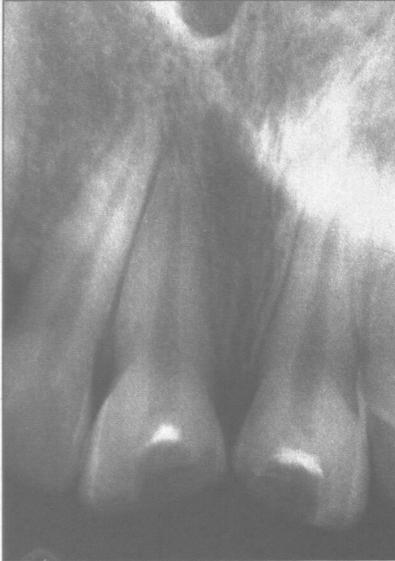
Zustand 5 Jahre nach Vitalamputation — röntgenologisch dichter Verschluss des Pulpakavums mit Dentin.
